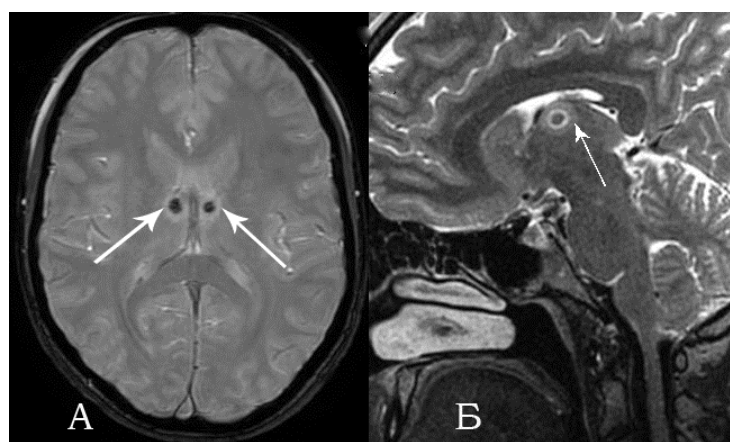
МРТ пациентки в первые сутки после двухсторонней радиочастотной передней нуклеоталамотомии, аксиальная (А) и сагиттальная (Б) проекции. Очаги деструкции передних таламических ядер отмечены стрелками
